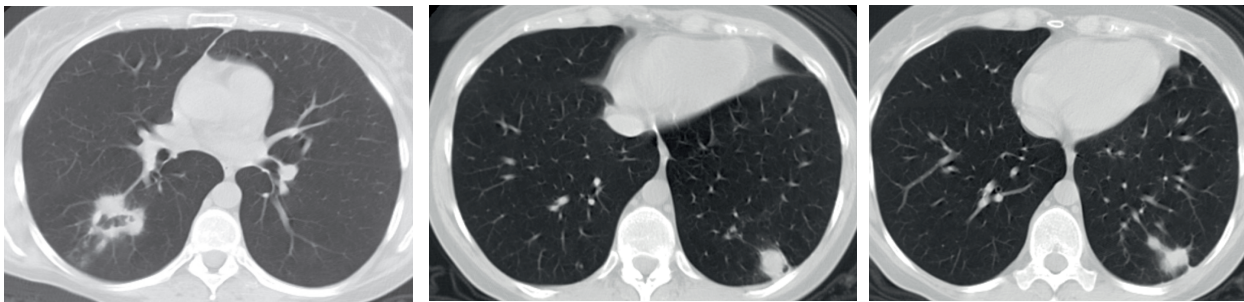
КТ ОГК через 3 года с момента постановки диагноза
